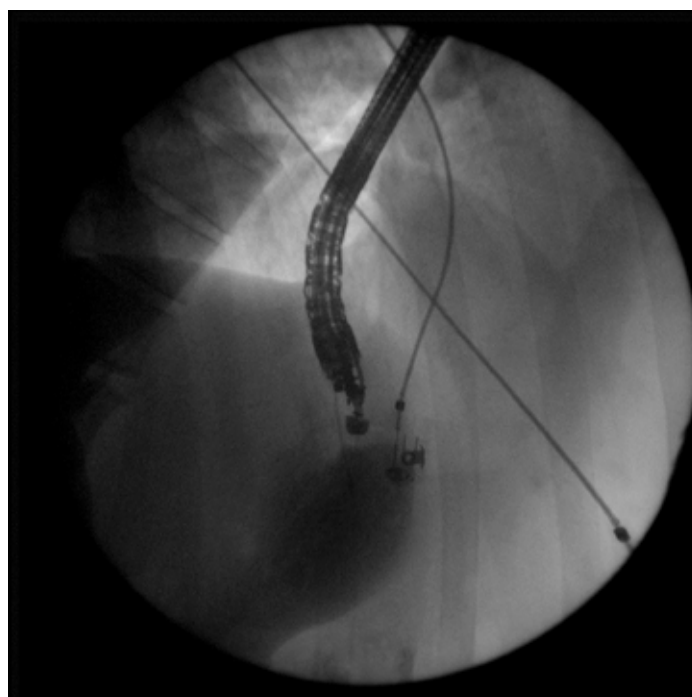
Рентген-контроль установки проводника
